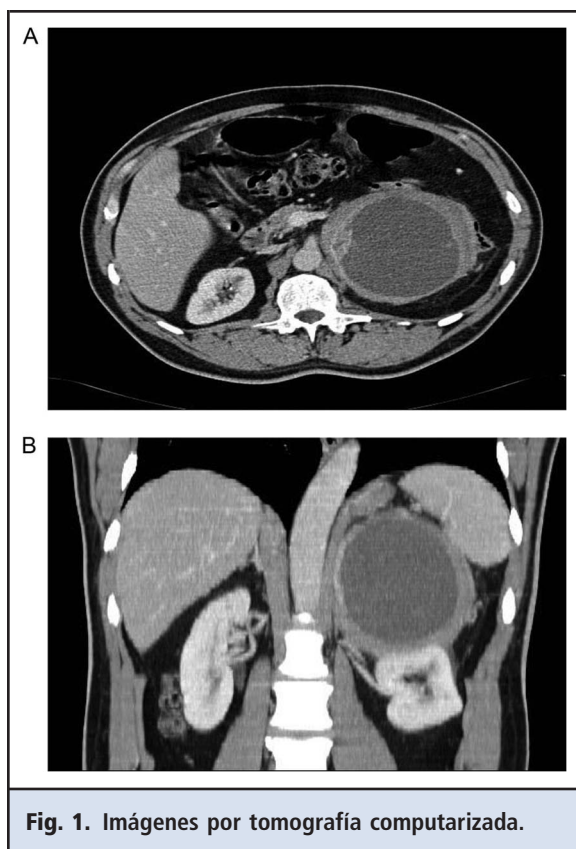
Imágenes por tomografía computarizada.
